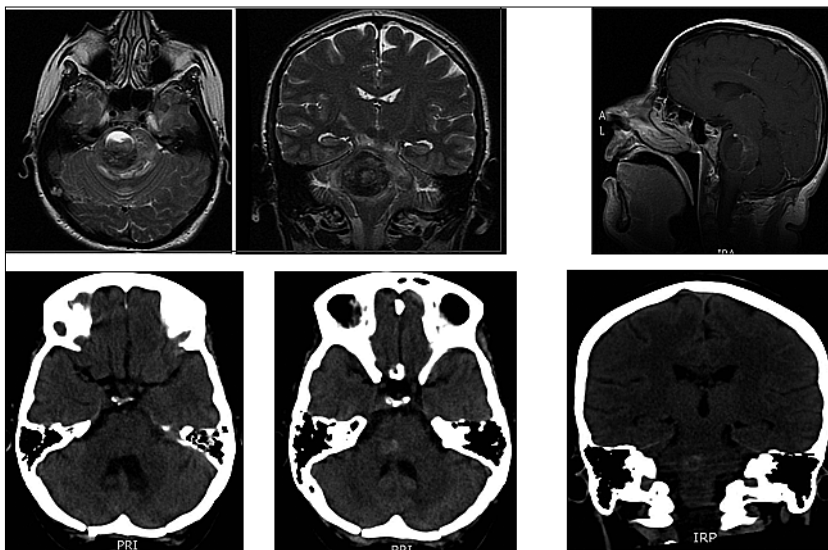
Paciente 3: Resonancia preoperatoria y escáner postoperatorio según descripción en el texto.
